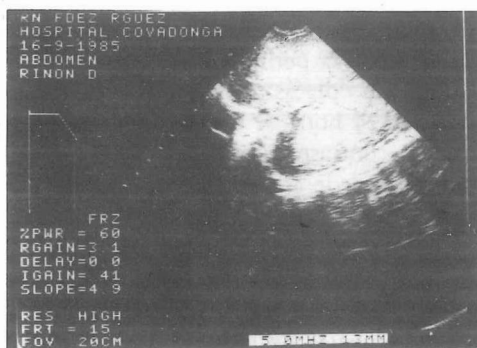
Ecografía renal que muestra riñones aumentados de tamaño, muy hiperecogénicos, que contactan en la línea media y sin diferenciación corticomedular.
